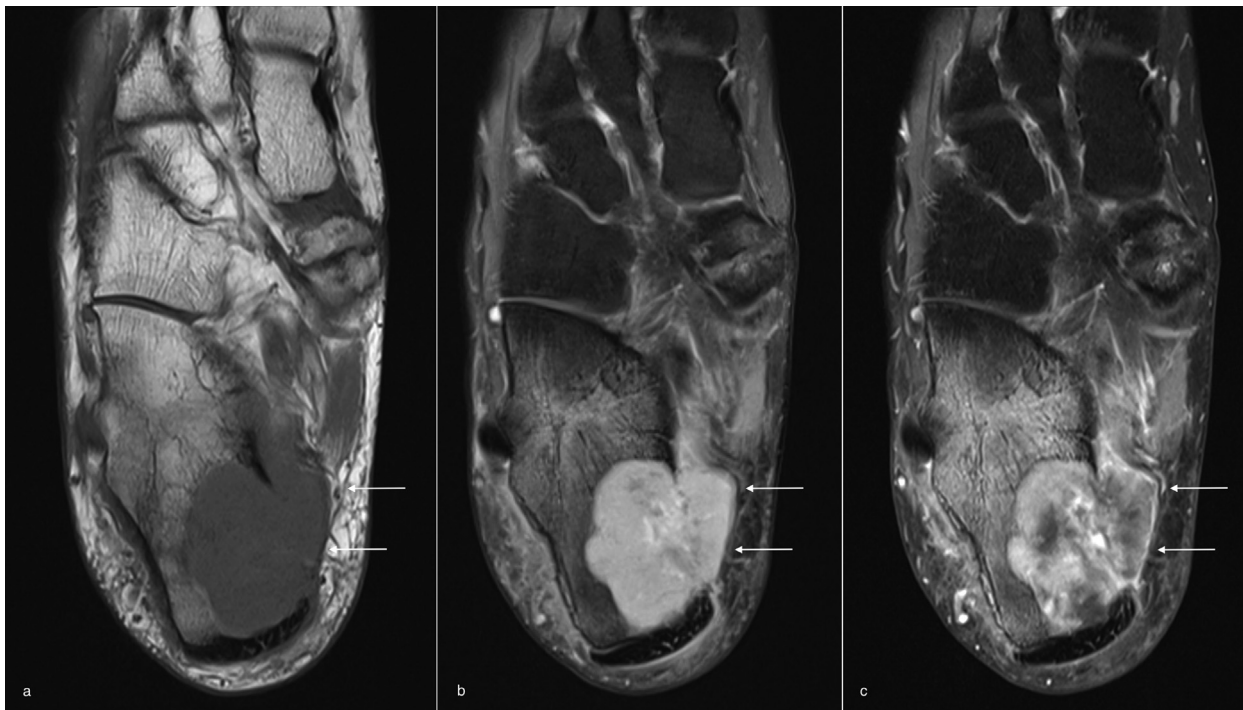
a-c: Präoperative, axiale MRI-Bildgebung des rechten Calcaneus: (a) T1 TSE, (b) PD FS, (c) FS mit KM. Auffällig ist die große extraossäre Tumorkomponente medial (Pfeile).
